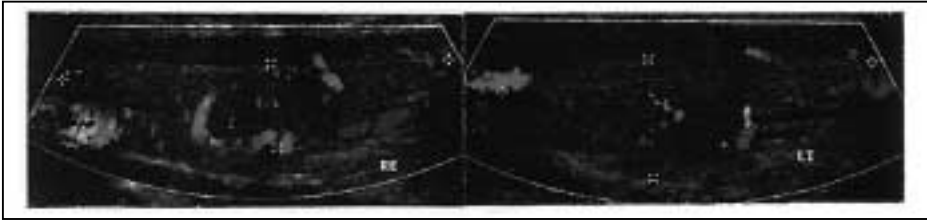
Sonographie 7/01 (Rechts: 3,08 ml; Links: 3,31 ml)
